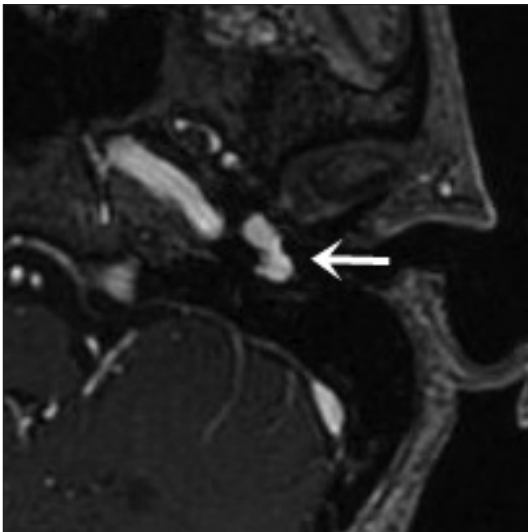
Gadolinium-enhanced T1-weighted SPGR axial view of temporal bone MRI shows 12×12 mm sized, dumbbell shaped, enhancing, nodular mass in the mesotympanum and hypotympanum of the middle ear cavity (arrow).
